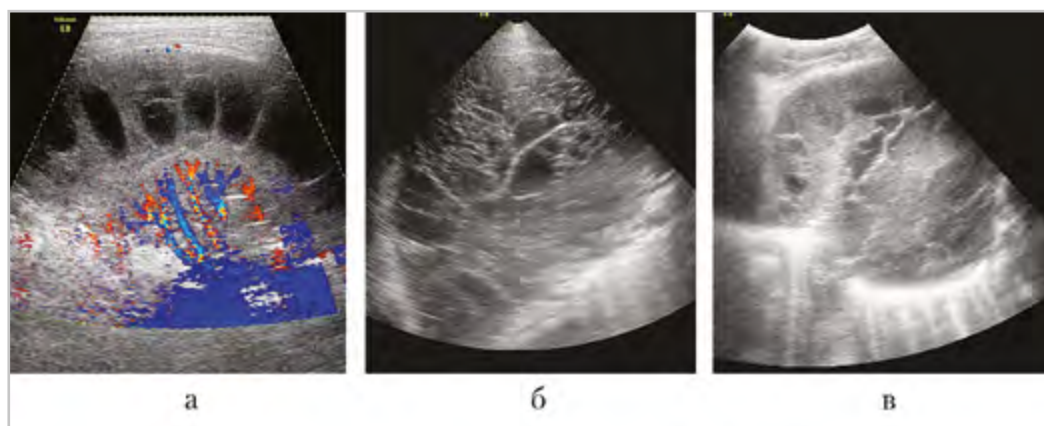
УЗИ в В-режиме: фибриноторакс у детей с деструктивной пневмонией: *а* — фибриноторакс: относительно крупные включения выпота между нитями фибрина; *б* — фибриноторакс мелкоячеистой структуры; *в* — пиофибриноторакс: насыщенная взвесь между нитями фибрина
